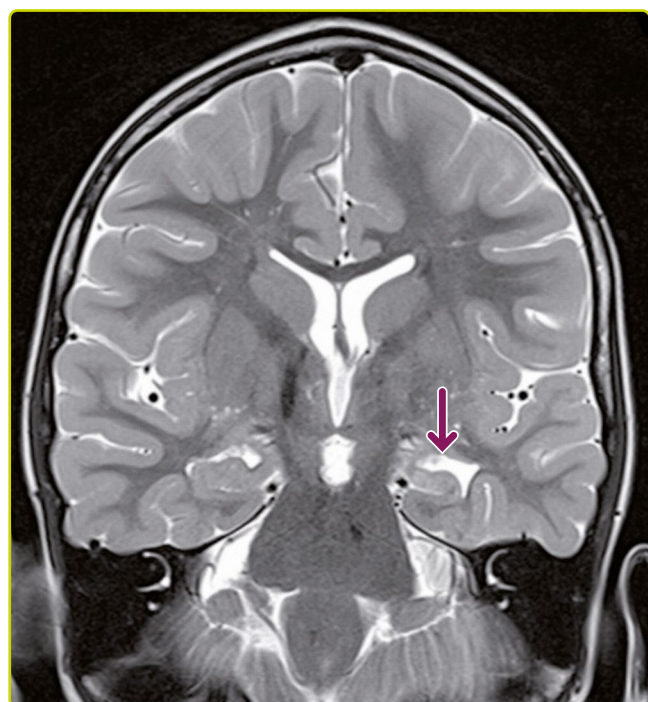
Esclerosis mesial temporal izquierda en niño de 3 años (flecha). Imagen de RM potenciada en T2: pérdida de volumen del hipocampo y señal hiperintensa en T2.
